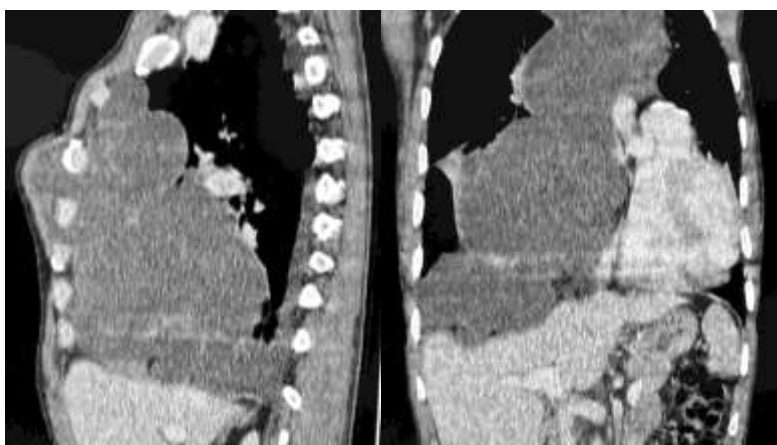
Bilan d'extension par TDM abdomino-pelvienne : reconstructions sagittale (A, à gauche) et coronale (B, à droite) montrant l'extension pariétale, le retentissement diaphragmatique droit et le contact avec le dôme hépatique.
